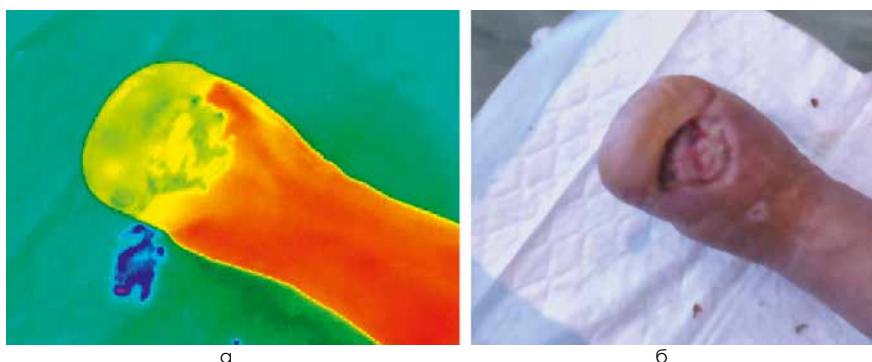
Тепловизионное исследование стопы после частичной ампутации в связи с развивавшейся диабетической гангреной: а – термограмма, б – нативное фото. Тепловизионные признаки равномерной перфузии дистальных отделов
